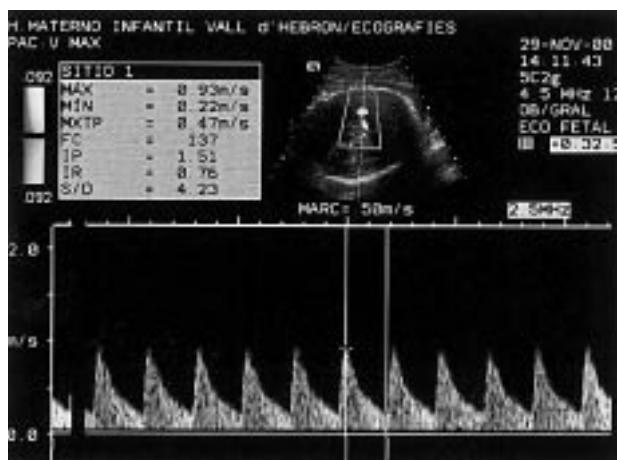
Medición Doppler de la velocidad máxima de la arteria cerebral media en un corte axialcefálico en el tallo. El trayecto de la arteria se ha orientado de forma perpendicular al transductor, por lo que el ángulo de insonación es prácticamente de 0°.
